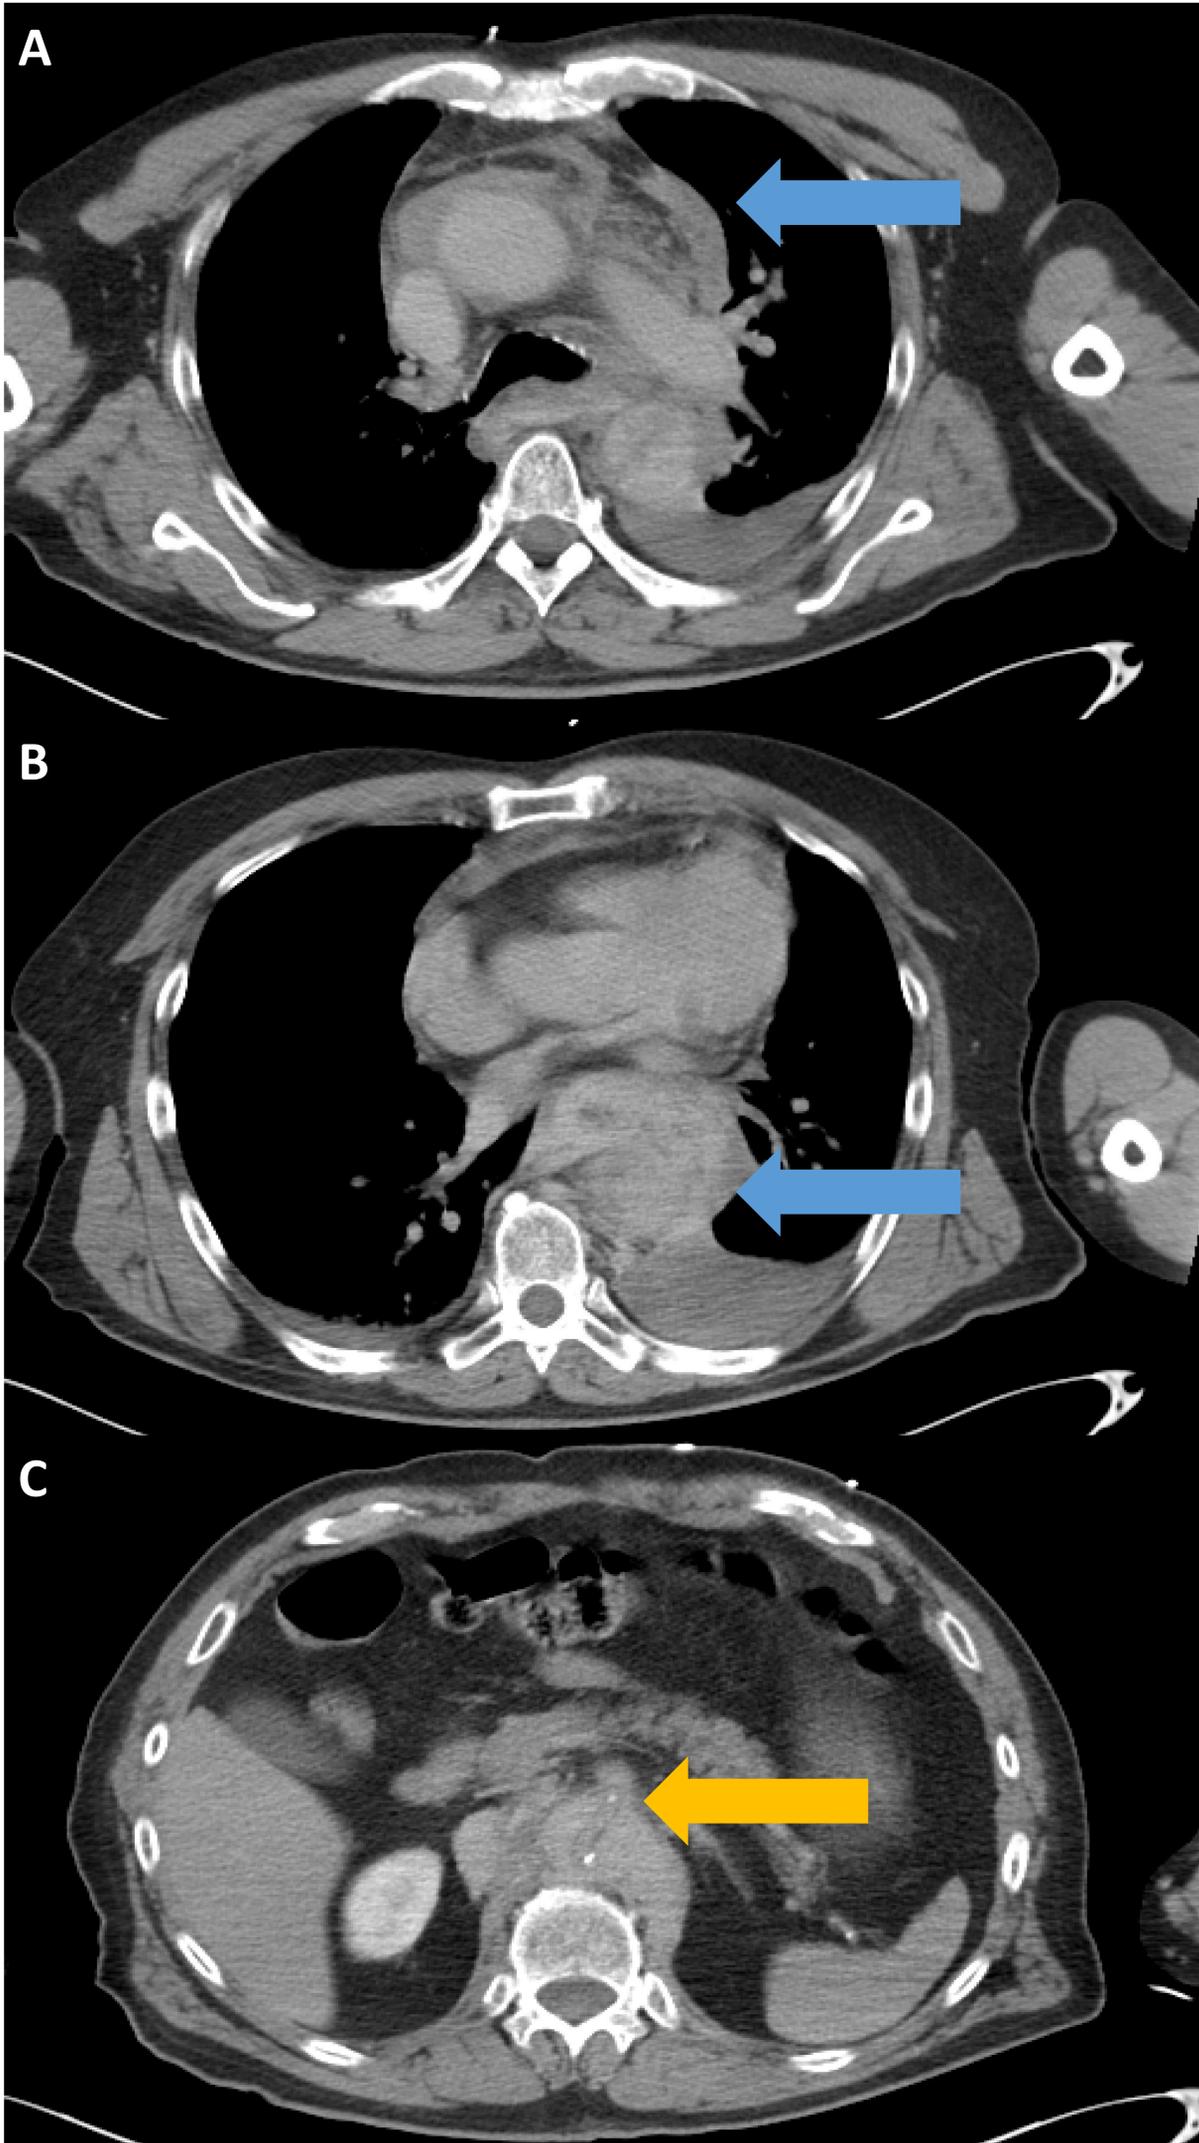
Imágenes axiales (A,B,C) y sagital (D) de body-TC tras la administración de CIV en fase venosa portal: transección o rotura aórtica a nivel de istmo con hematomas periaórtico y mediastínico asociados. El contorno aórtico es irregular
